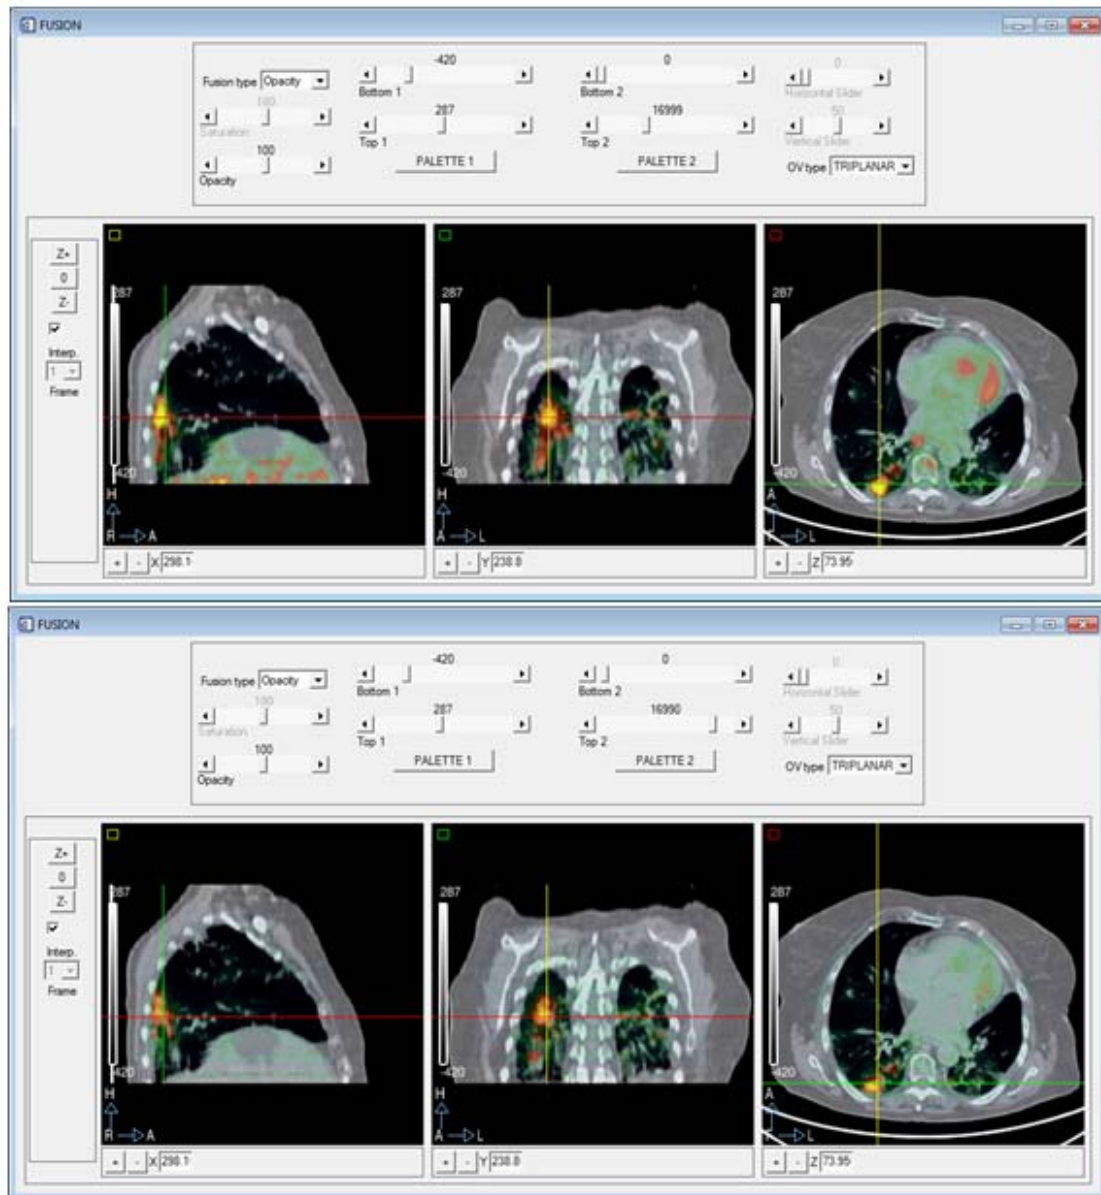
Fusión de imagen PET con el CT (estudio del primer paciente). Reconstrucción de Biograph (superior) y reconstrucción LIM (inferior).
